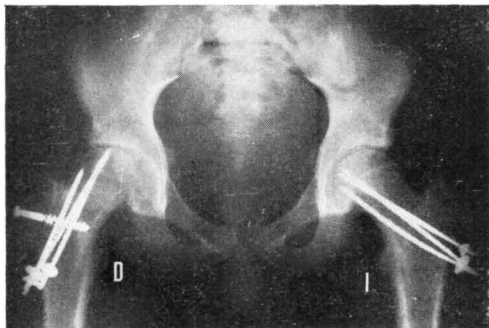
Radiografía anteroposterior de ambas caderas correspondientes al caso 3, realizadas en el postoperatorio de la osteotomía de cuello, en el lado derecho. Aún es visible la línea de osteotomía. La corrección es buena y no hay trastornos de la interlínea articular. En el lado izquierdo se realizó un enclavamiento con pins de Moore para prevenir mayor desplazamiento.
